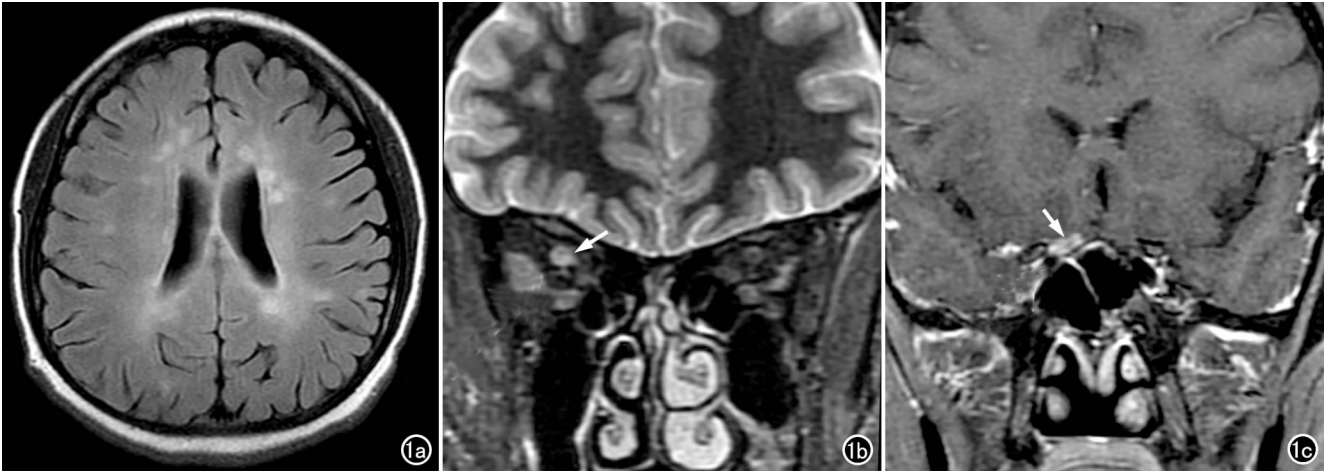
特发性脱髓鞘性视神经炎伴多发性硬化。a) T₂-FLAIR 示双侧侧脑室周围多发脱髓鞘斑块; b) 冠状面 STIR 示右侧视神经增粗且信号增高 (箭); c) 冠状面增强扫描示右侧视神经增粗、有明显强化 (箭)。
